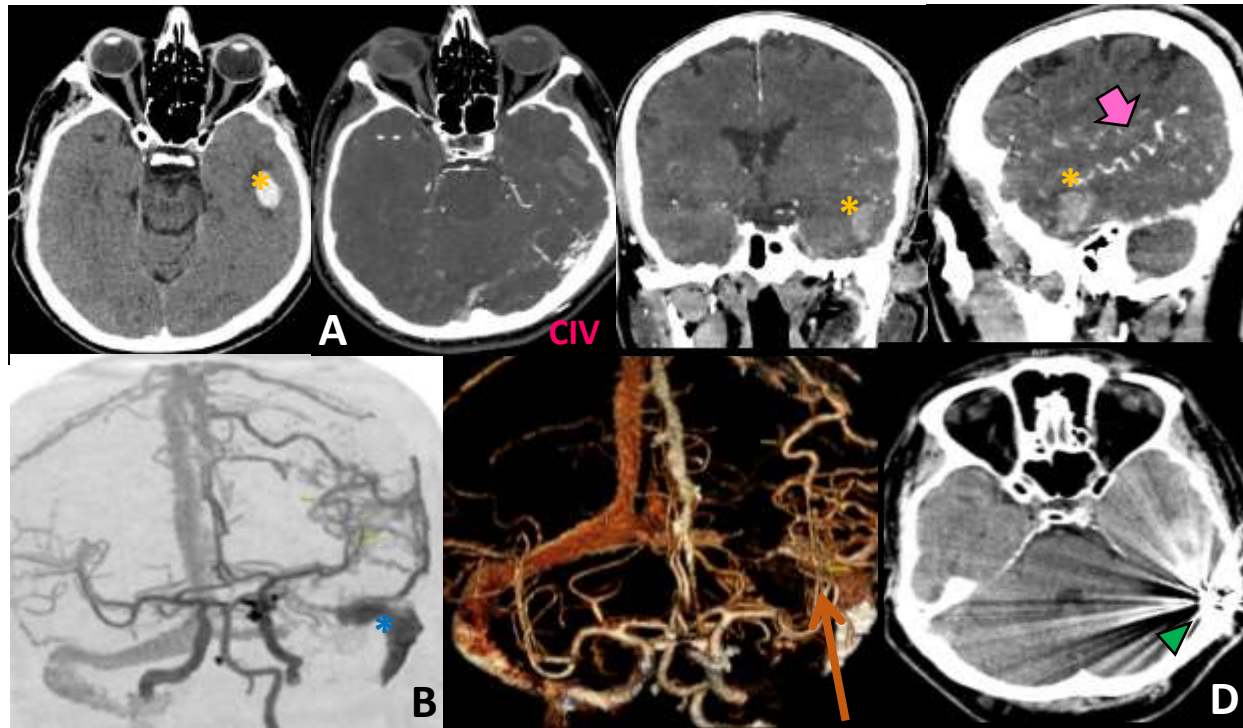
Varón de 62 años que presenta episodios de cefalea, desorientación y afasia anómica, con un examen neurológico normal a la exploración. A) La TC sin contraste reveló un hematoma intraparenquimatoso temporobasal izquierdo (*) con edema perilesional asociado, ingurgitación venosa (flechas gruesas) y trombosis del seno transverso izquierdo (*), sin efecto de masa significativo, lo que sugiere una malformación arteriovenosa subyacente. B) MIP y VR muestran FAVD. C) La angiografía cerebral confirmó una FAVD de grado IIa+b de Cognard (flecha delgada), con drenaje venoso hacia los senos transverso y sigmoideo izquierdos que están trombosados (*) y marcado drenaje venoso cortical retrógrado hacia el seno sagital superior. Aporte arterial de las arterias meníngea media izquierda, meníngea posterior y occipital. Se realiza embolización con coils. D) TC de control mostró un artefacto metálico secundario a los coils en el seno transverso izquierdo.
